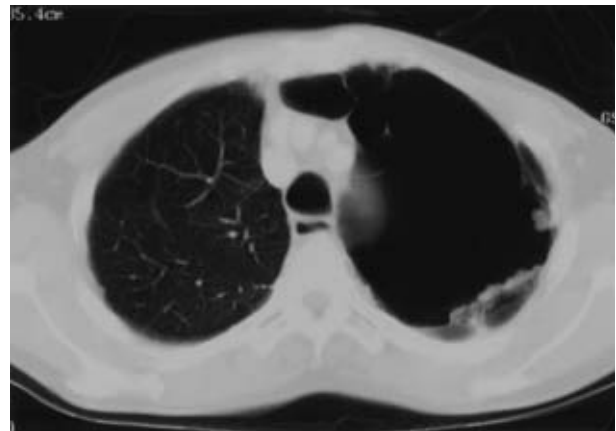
Chest CT scan shows a flat mass lining the walls of left upper bullae.
